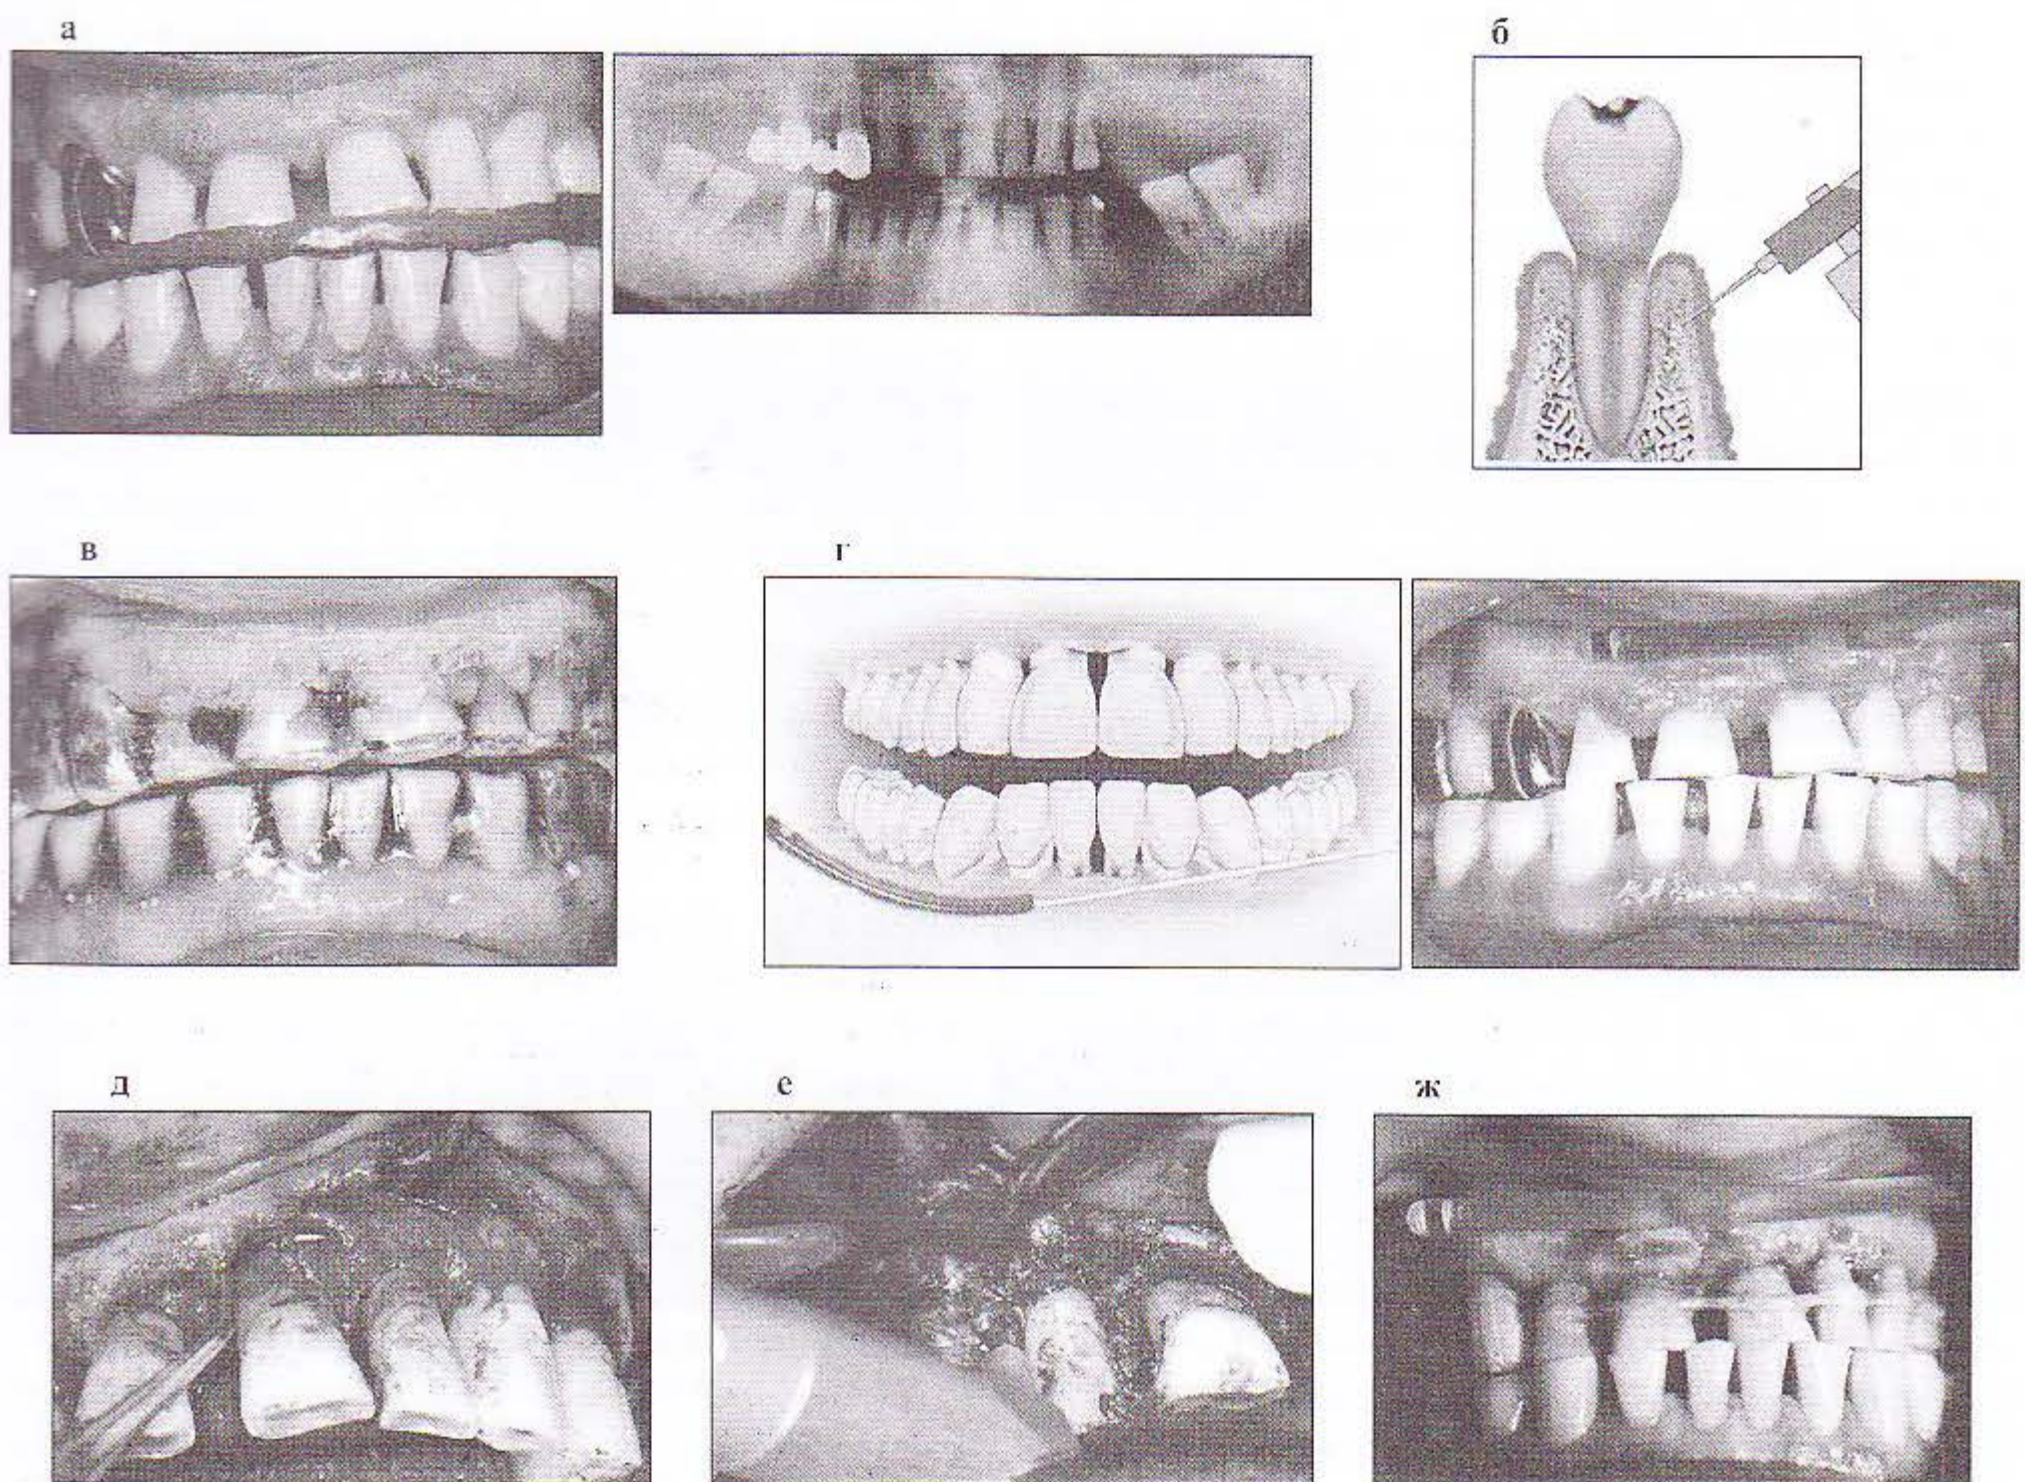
Хронический генерализованный пародонтит средней степени: *а* – состояние полости рта и ортопантомограмма до лечения; *б* – нанесение геля и введение раствора радахлорина; *в* – экспонирование геля в индивидуальных кашках; *г* – БТС-терапия с использованием пластикового гибкого световода; *д* – дегрануляция и дезэпителизация с лазерной поддержкой; *е* – заполнение дефекта остеопластическим материалом; *ж* – сеанс БТС-терапии после лоскутной операции
